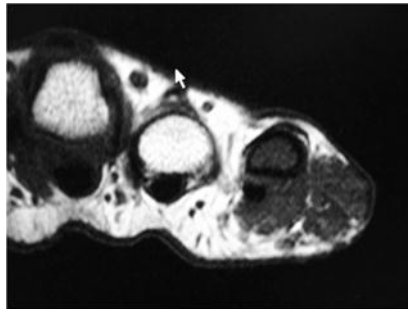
MR images of the hand with a giant cell tumor of tendon sheath shows a mass isointense to muscle on T1W and intermediate to high signal on T2W images. The lesion does not infiltrate the bone.
